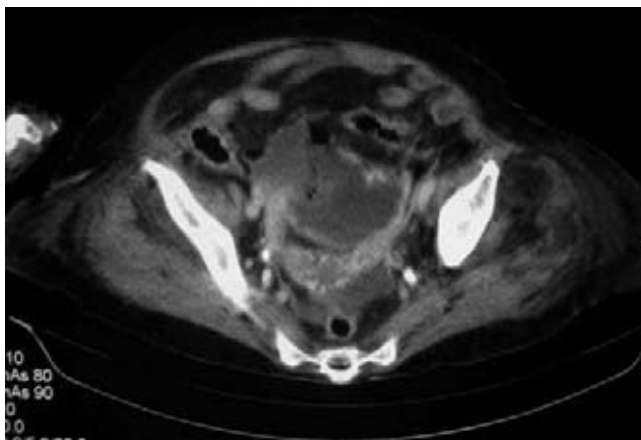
TAC de abdomen en la cual se encuentra perfora- ción vesical anterior que disecciona su cara anterior.
